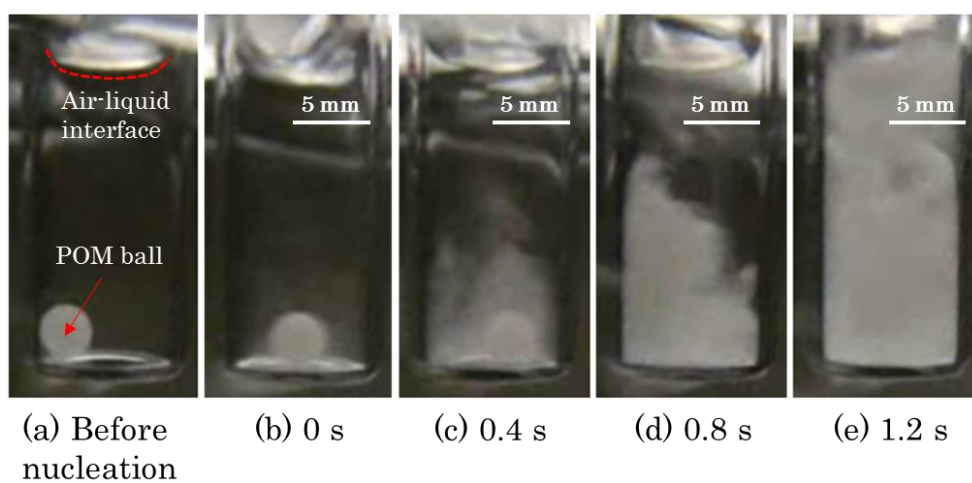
POM 球存在下において超音波照射による結晶化の様子 (核発生直後を 0s とする)
